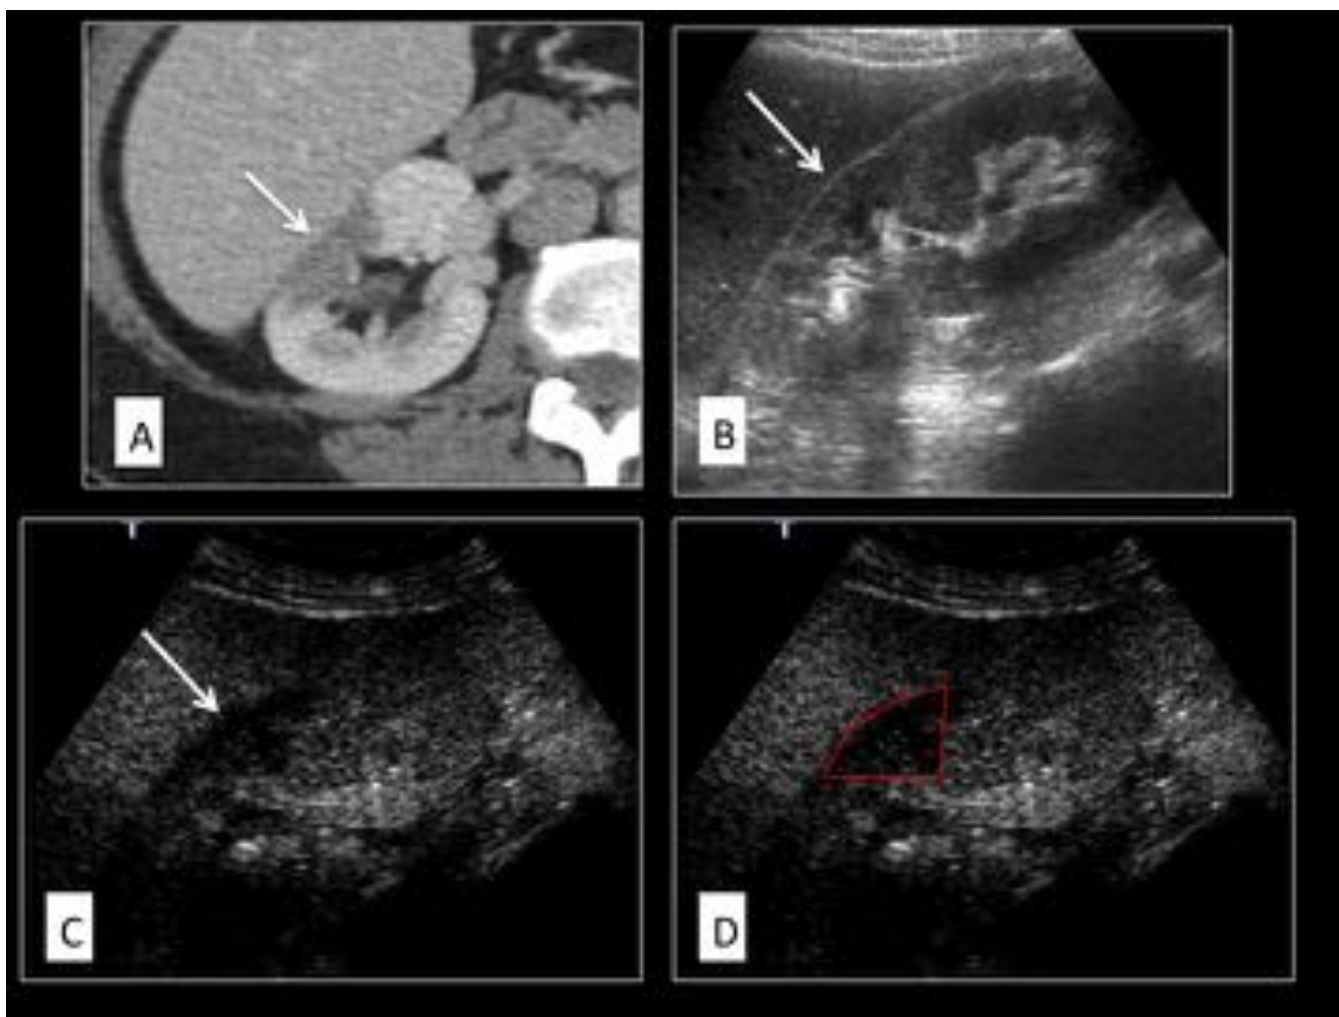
Infarto renal. En TC axial (A) y ecografía (B) se identifica lesión renal cuneiforme desde cáliz hasta cápsula (flecha), que en la EC (C y D) evidencia ausencia de captación de contraste.
